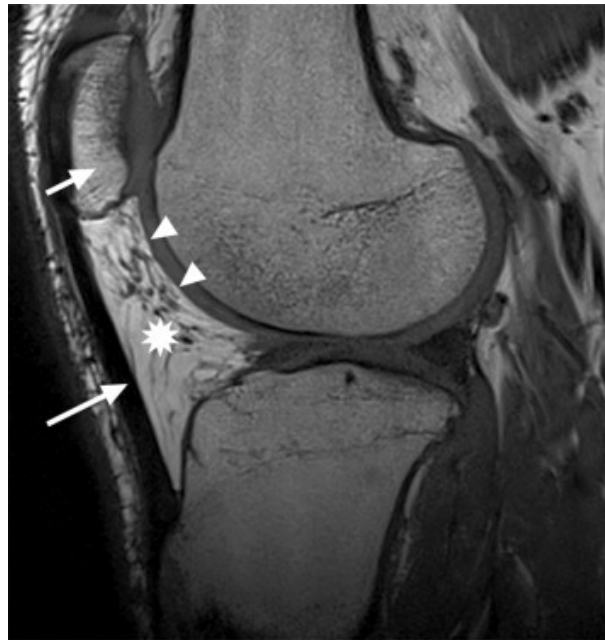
IRM de genou, coupe sagittale en pondération T1 montrant la situation intra-capsulaire mais extrasynoviale de la graisse de Hoffa. Cette dernière est délimitée en avant par le ligament patellaire (flèche longue), en haut par la patella (flèche courte), en arrière par la synoviale (têtes de flèche).
